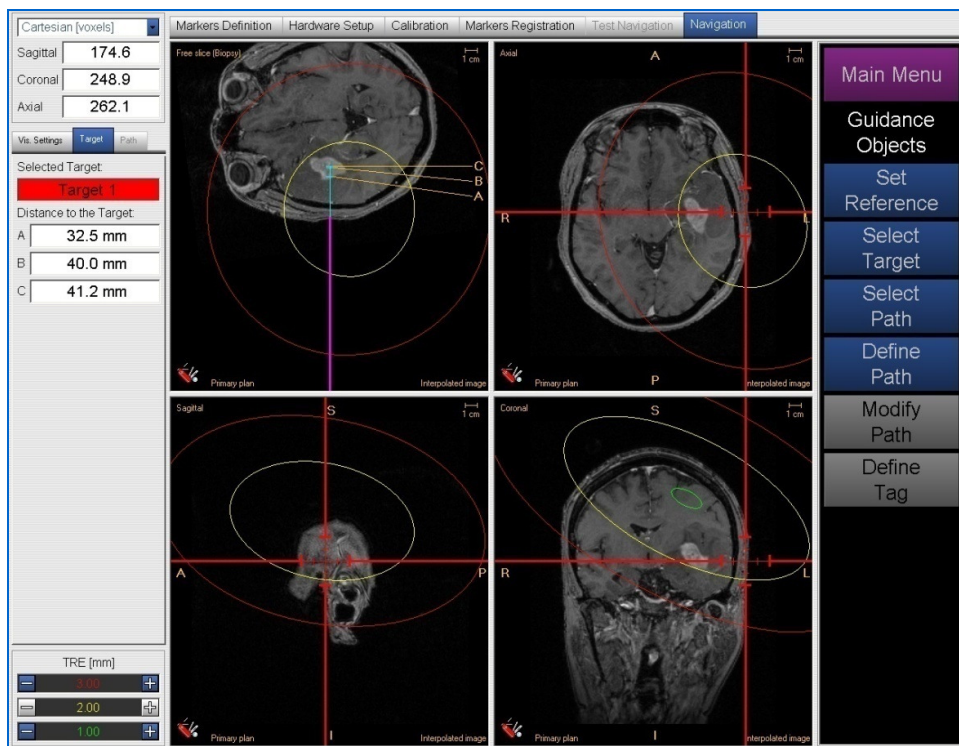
3D-Navigations-MRT mit Planung der Trajektorie zur Serienbiopsie mit einer kontrastmittelaufnehmenden Tumorregion von ca. 5 x 3 cm im linken Temporallappen.
